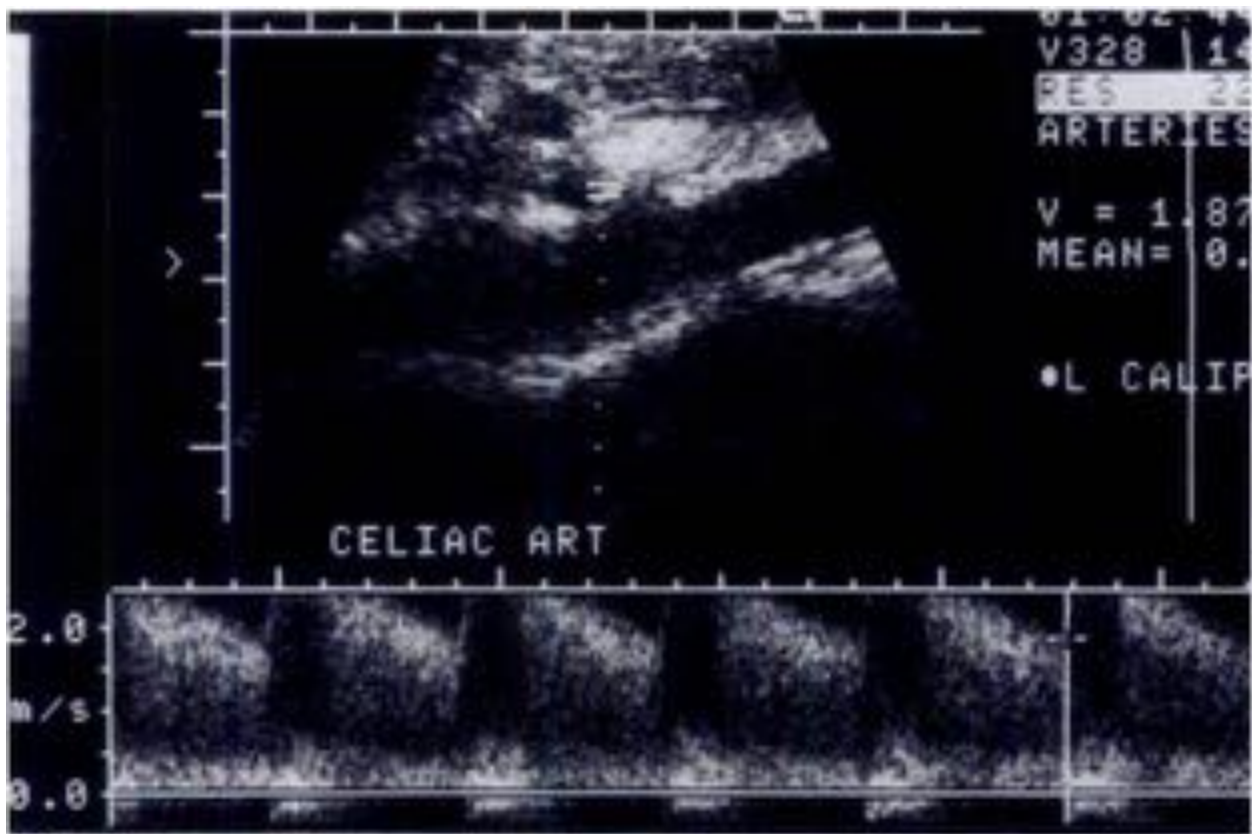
Curva de doppler espectral del origen del tronco celiaco en expiración que muestra un aumento de la velocidad.
